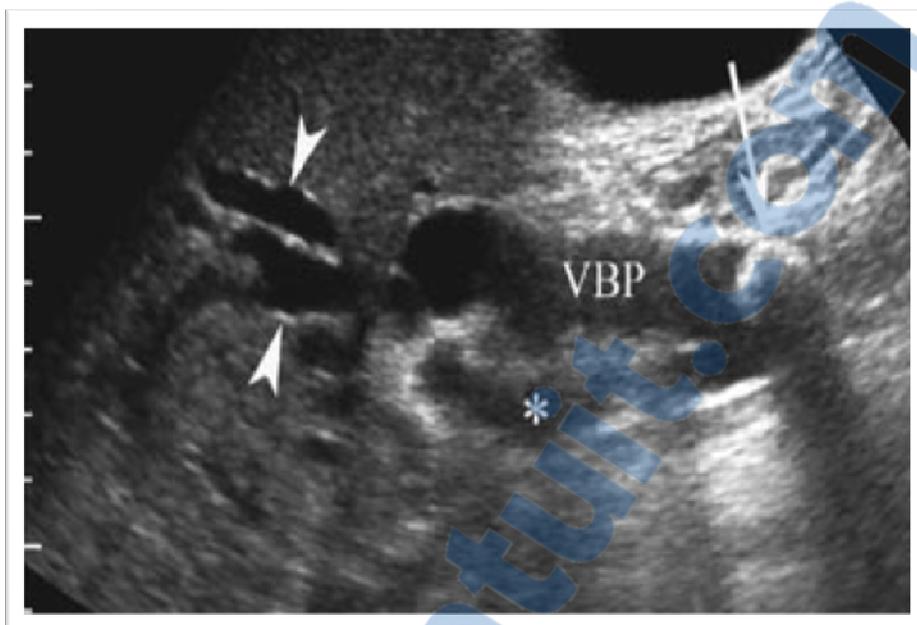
Gros calcul de la voie biliaire principale en échographie. (3)
